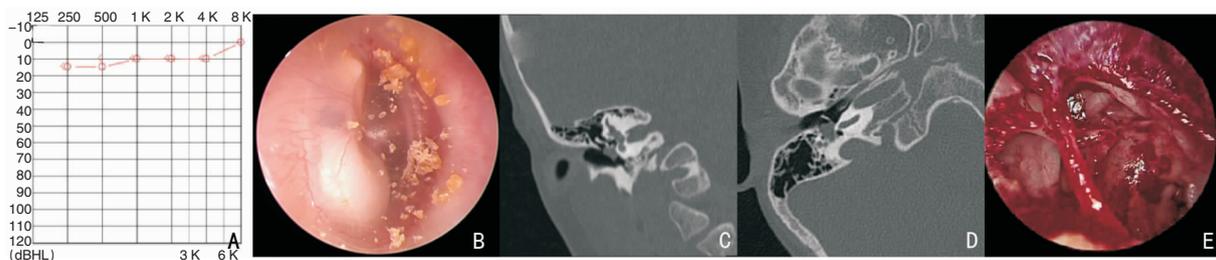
儿童先天性胆脂瘤Potsic II期典型病例 A:术前听力正常; B:耳内镜示右侧鼓膜完整,内侧白色珍珠样物,累及鼓膜多个象限; C、D:颞骨CT示右侧中耳软组织病变,未累及乳突; E:术中切除胆脂瘤后,探查并证实听骨链完整
